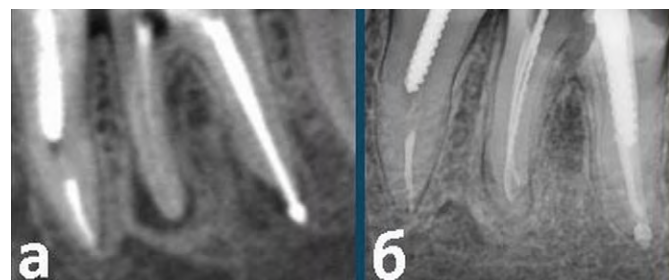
Зуб 3.6: а — реформат КЛКТ, мезиодистальное сечение через корни, определяется периапикальная деструкция костной ткани в области верхушек обеих корней, перифокальный остеоэсклероз вокруг мезиальной деструкции, периапикальная экструзия пломбировочного материала из канала дистального корня проецируется на апекс корня и не может быть расценена как результат экструзии
